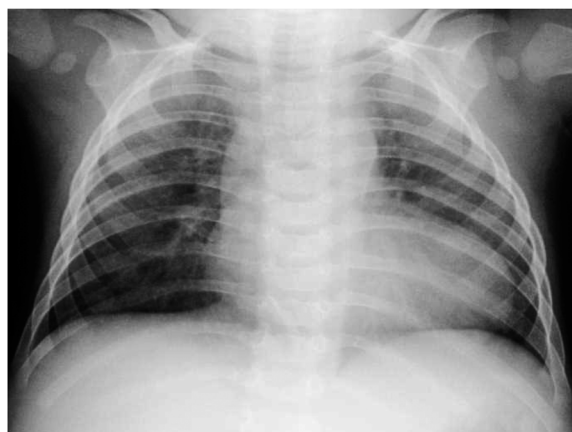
Chest X-ray at 6 months old
